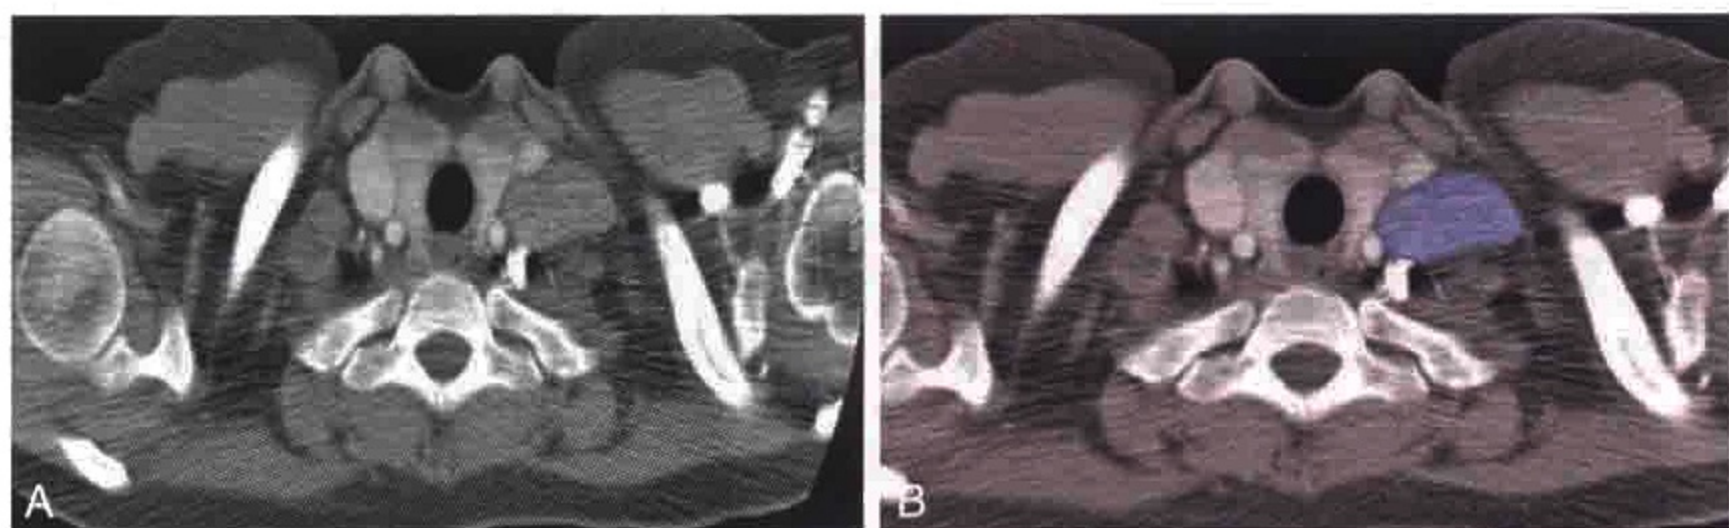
经肺尖横轴位 CT 扫描显示肿大的左侧锁骨上淋巴结（蓝色）
